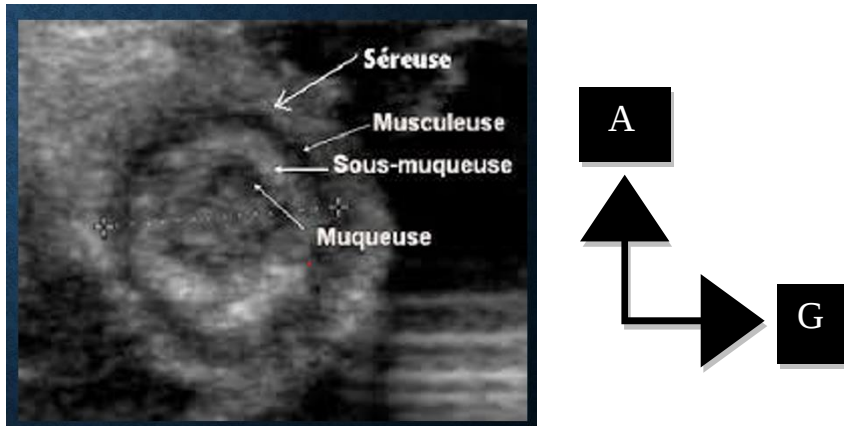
Aspect échographique des différentes couches de l'appendice [32]
